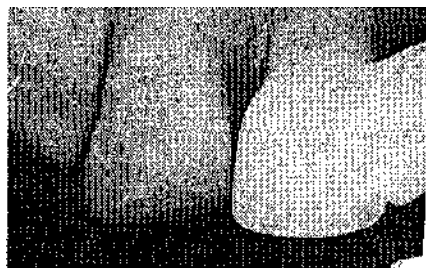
Рентгенограмма больной С., 28 лет. Диагноз: радикулярная киста в обл. 22, до операции.
